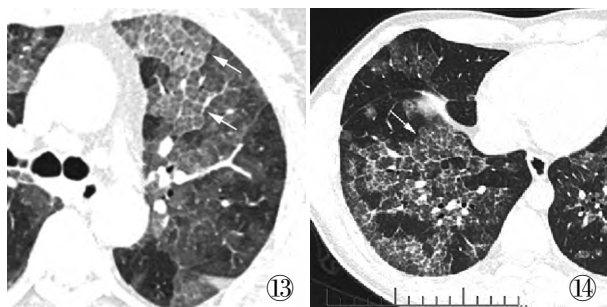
胸部 CT 示两肺弥漫磨玻璃影, 夹杂细网状小叶内间隔及小叶间隔增厚(箭头), 呈“铺路石征” 图 14 两肺多发磨玻璃影, 与正常肺野分界清晰, 呈地图状分布(箭头), 磨玻璃影上叠加网状影, 呈“铺路石征”
